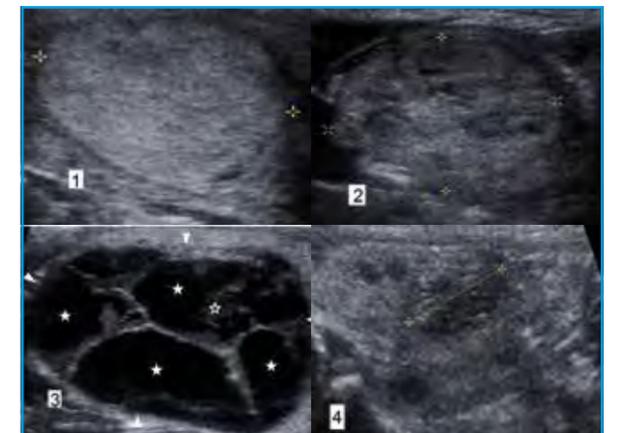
Imágenes de ecografía de un nódulo (1) sólido y (2) predominantemente sólido, ambos entre calipers. El nódulo predominantemente quístico (3) está localizado entre puntas de flecha. Las estrellas marcan las zonas anecoicas-quísticas delimitadas por septos finos ecogénicos. La estrella abierta señala una parte ecogénica-sólida. (4) Un nódulo esponjiforme entre calipers.
